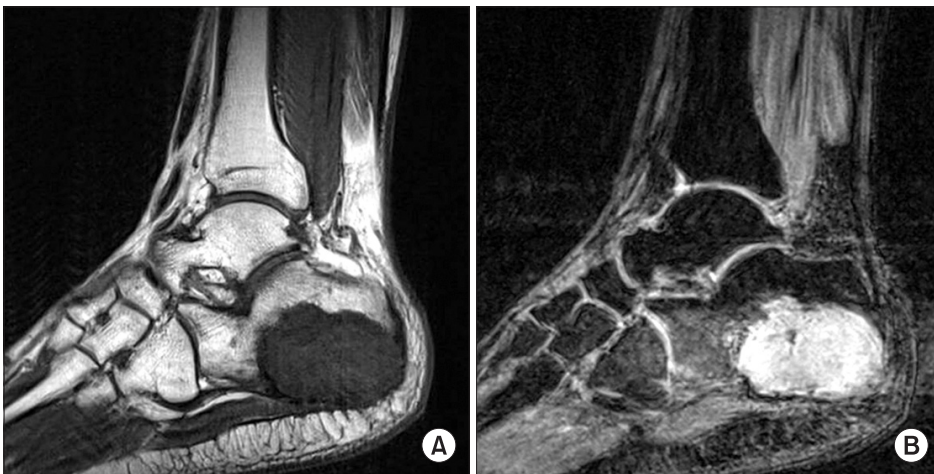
(A) T1-weighted sagittal plane image showed a well-circumscribed, lobulated lesion displaying intermediate signal intensity. (B) Enhanced T2-weighted sagittal plane image showed a mixed-intensity signal of the high signal areas represent cartilaginous tumor and low signal areas show calcification.
